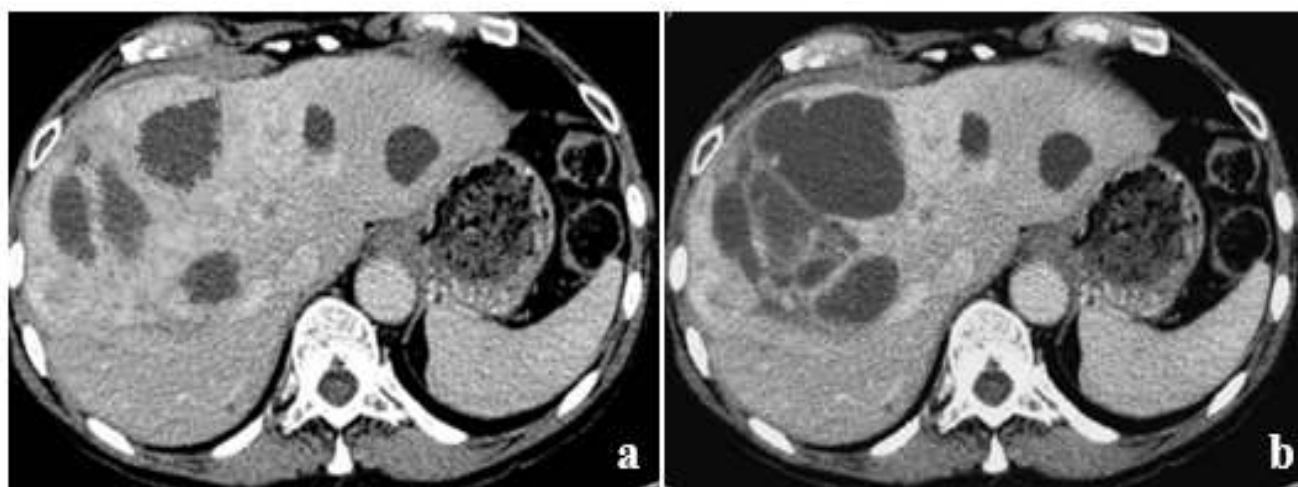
TDM avant (a) et à un mois après chimio embolisation (b). Une nécrose quasi complète des lésions hépatiques peut être observée après traitement [64].
